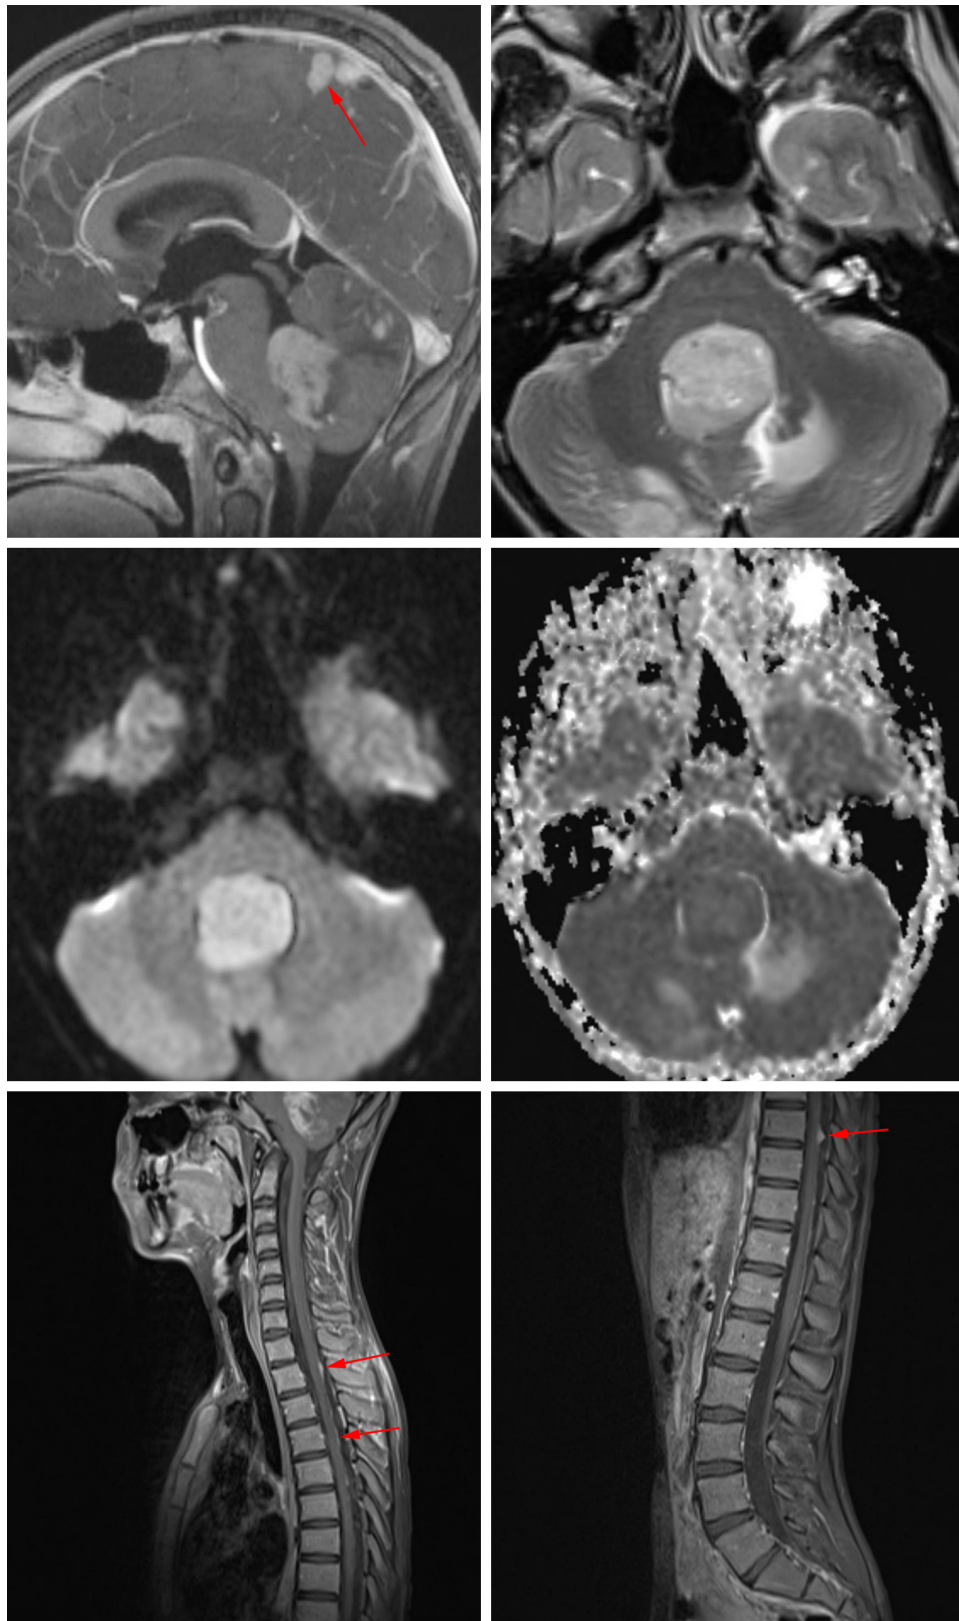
矢状位 T1 增强后（左上），轴位 T2-FS（右上），DWI（二排左）图像显示第四脑室占位强化伴有弥散受限以及肿瘤细胞过度增生。幕上幕下沿着大脑和小脑表面可
